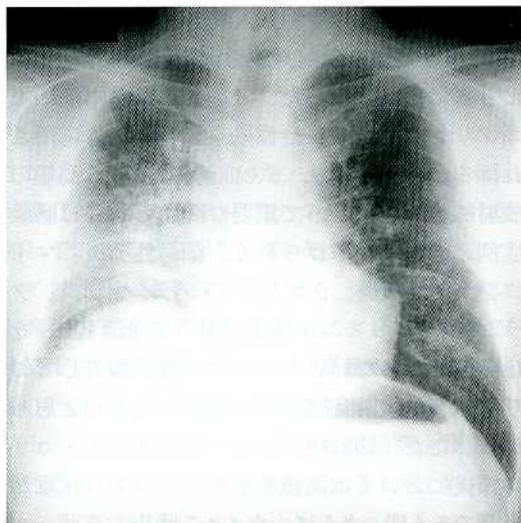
A chest x-ray film revealing air space consolidation in the radiated part of the right lung, and showing diffuse opacities with linear reticulonodular patterns in both lungs.
